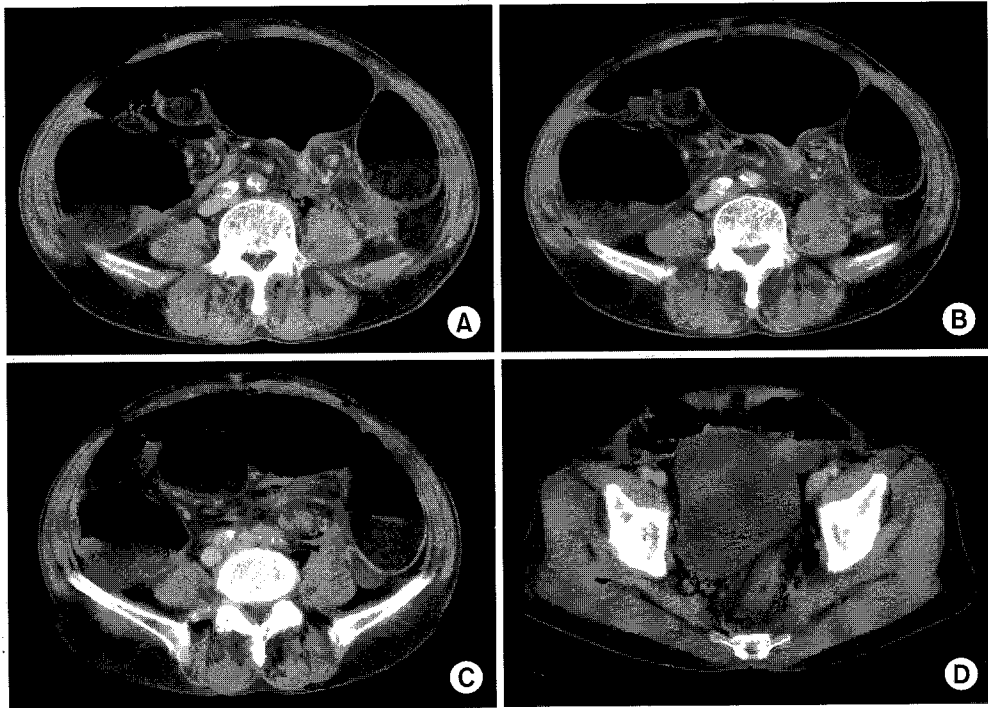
CT findings. A whirl pattern is evident: the center of the whirl is due to the fat density of the twisted mesentery with its vessels (A). Dilated colonic loops can be seen surrounding a twisted mesentery (C). A tapered beaklike appearance of both the afferent and the efferent limb is recognizable (A, B). A collapsed rectum is visible (D).
